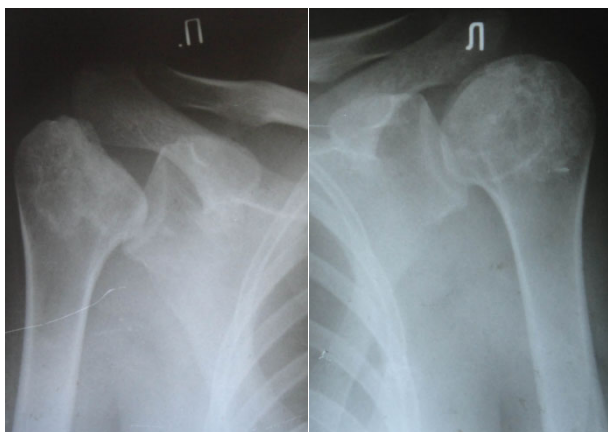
Рентгенограмма плечевых суставов в прямой проекции
